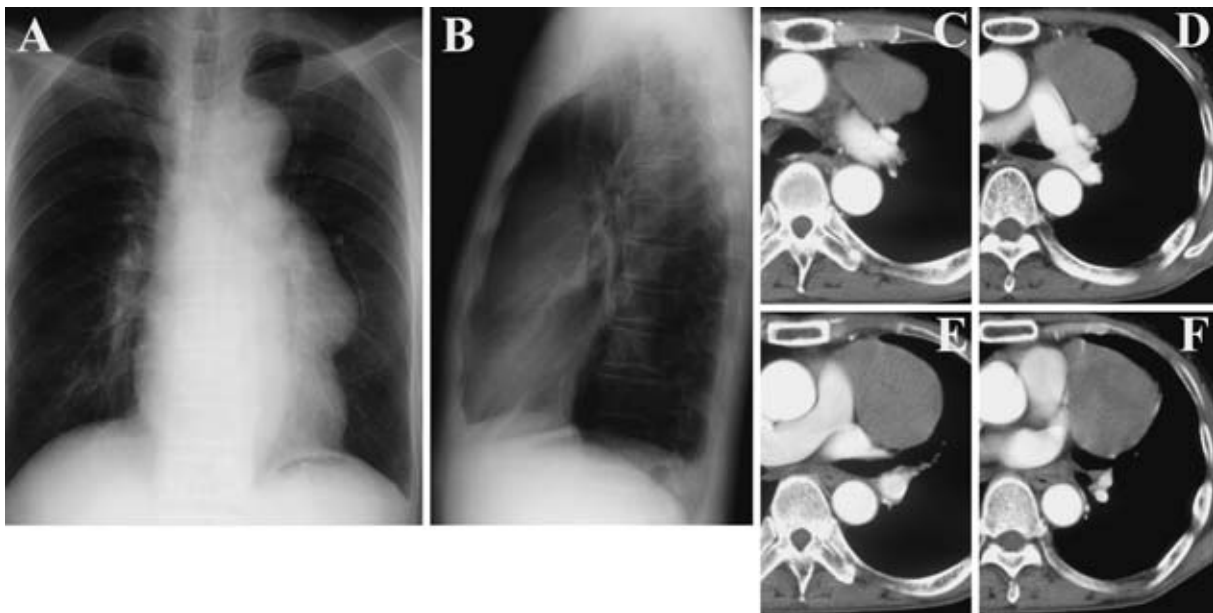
Chest roentgenogram showed a mass shadow in anterior mediastinum (A, B). Chest CT revealed a large mass shadow in anterior mediastinum (C, D, E, F).
